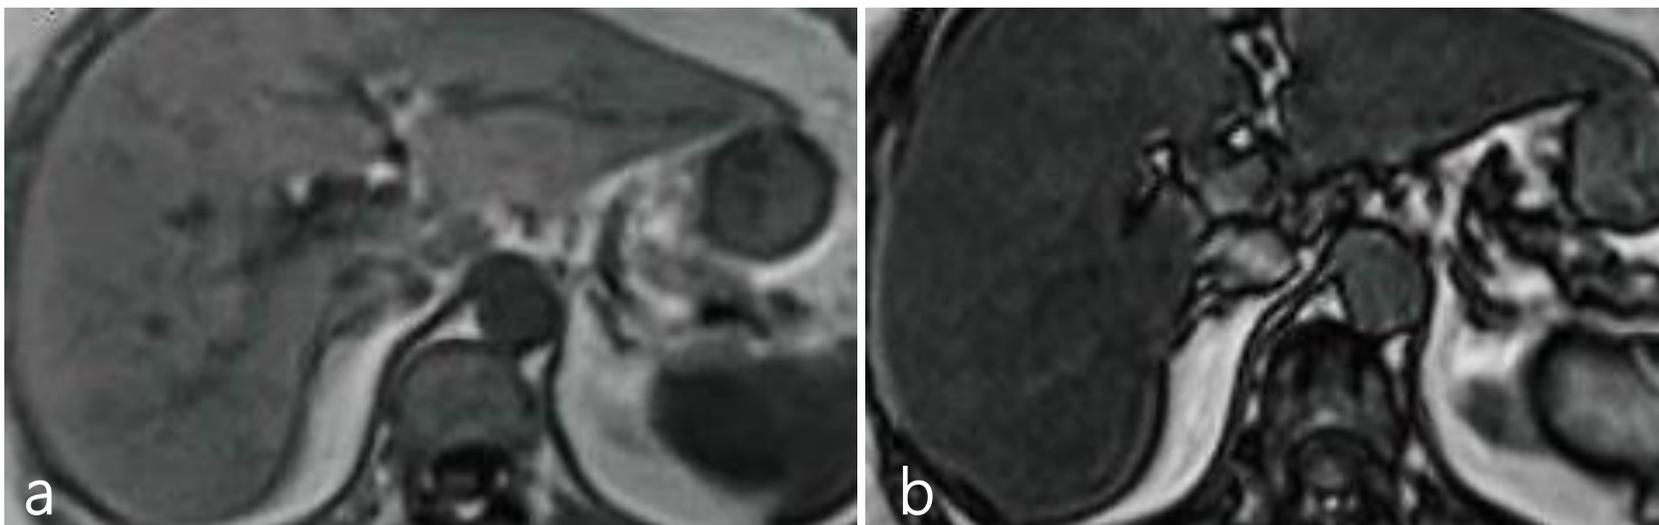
Imagens de RM ponderadas em T1 em fase (a) e oposição de fase (b) mostram a perda significativa de sinal do parênquima hepático na imagem em oposição de fase em virtude da alta concentração de deposição de gordura microscópica/intracelular
